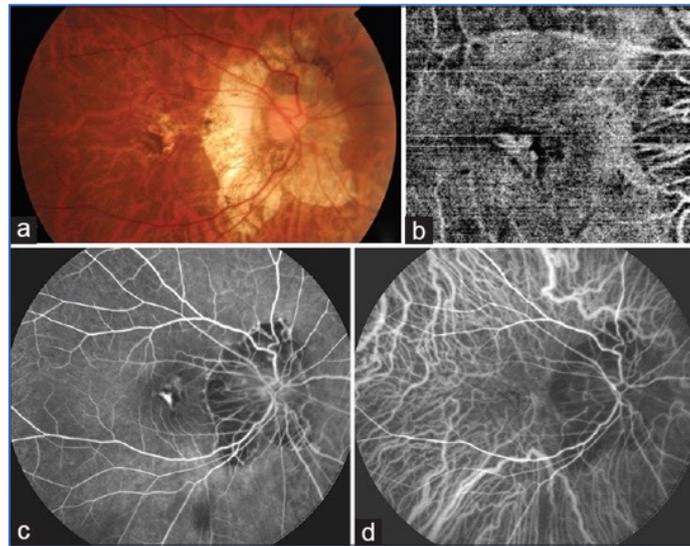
(a) Imagen del fondo de ojo de un paciente miope que muestra una lesión grisácea en la fóvea con márgenes pigmentados, que sugiere una membrana neovascular coroidea. (b) Imagen de angiografía de tomografía de coherencia óptica del mismo paciente que muestra la red ramificada de vasos de la membrana neovascular coroidea con un halo oscuro circundante. (c) Angiografía con fluoresceína que muestra la membrana neovascular coroidea hiperfluorescente. (d) La angiografía con verde de indocianina también muestra la membrana neovascular coroidea hiperfluorescente. (Kumar, A., Chawla, R., Kumawat, D. y Pillay, G. ,2017).
